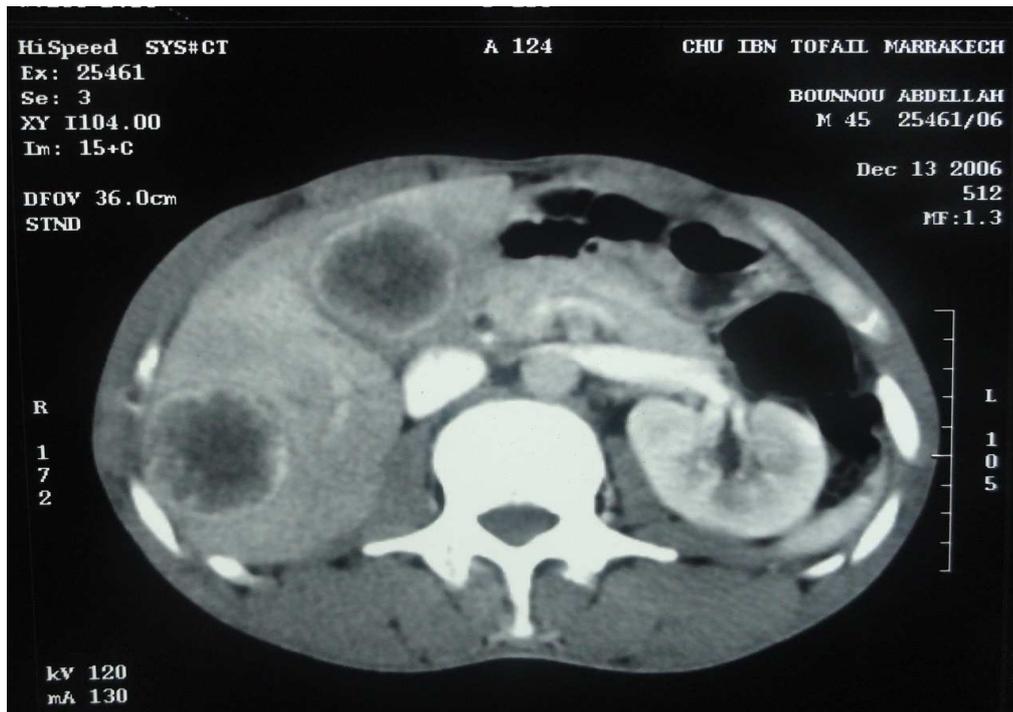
TDM abdominale montrant des métastases hépatiques.
